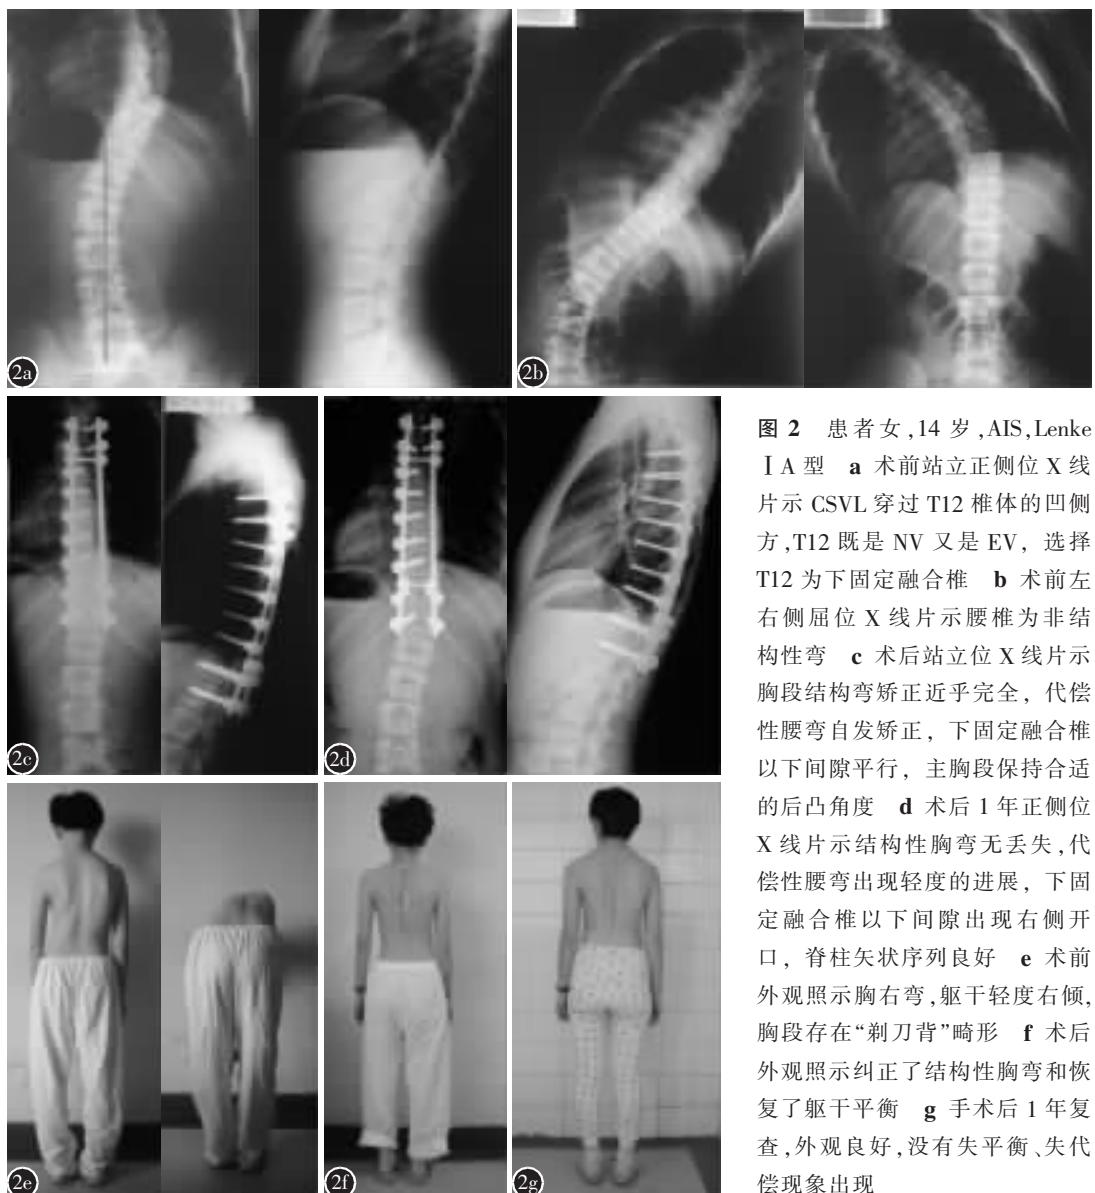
患者女,14岁,AIS,Lenke I A型 a 术前站立正侧位X线片示CSVN穿过T12椎体的凹侧方,T12既是NV又是EV,选择T12为下固定融合椎 b 术前左侧屈位X线片示腰椎为非结构性弯 c 术后站立位X线片示胸段结构弯矫正近乎完全,代偿性腰弯自发矫正,下固定融合椎以下间隙平行,主胸段保持合适的后凸角度 d 术后1年正侧位X线片示结构性胸弯无丢失,代偿性腰弯出现轻度的进展,下固定融合椎以下间隙出现右侧开口,脊柱矢状序列良好 e 术前外观照示胸右弯,躯干轻度右倾,胸段存在“剃刀背”畸形 f 术后外观照示纠正了结构性胸弯和恢复了躯干平衡 g 手术后1年复查,外观良好,没有失平衡、失代偿现象出现
